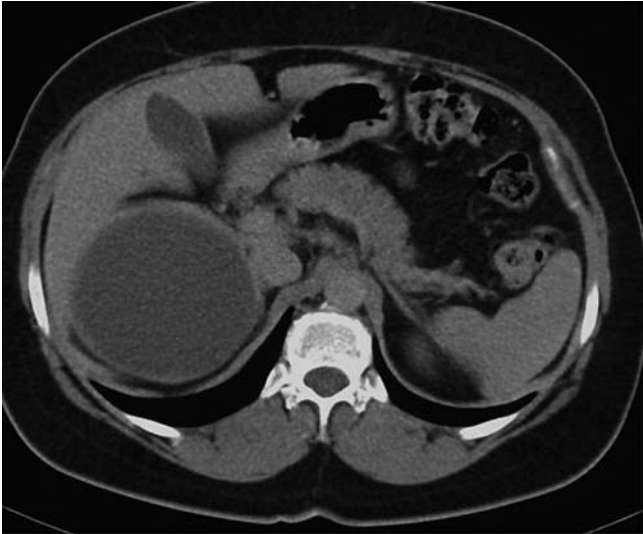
Tomografía computarizada. Estudio simple: quiste adrenal con paredes gruesas e irregulares; el diagnóstico de imagen fue de feocromocitoma quístico.
